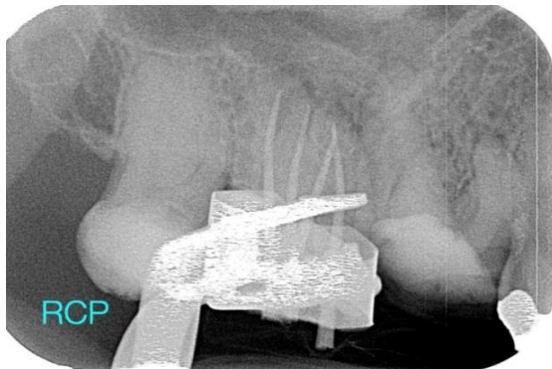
radiographie cône en place.
